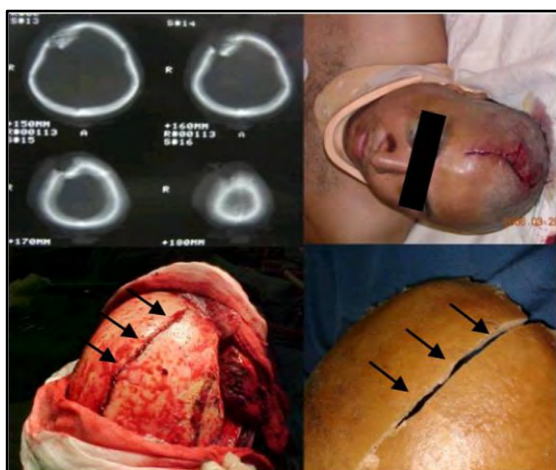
(A) TAC de cerebro donde se objetiva una fractura hundimiento frontal una vez vencida la resistencia ósea sobre un punto débil (clase I). (B) Paciente con lesión de piel producto de la fractura. (C) Imagen intraquirúrgica de la fractura. (D) Reflejo del comportamiento de la fractura en el preparado anatómico (flechas negras).
